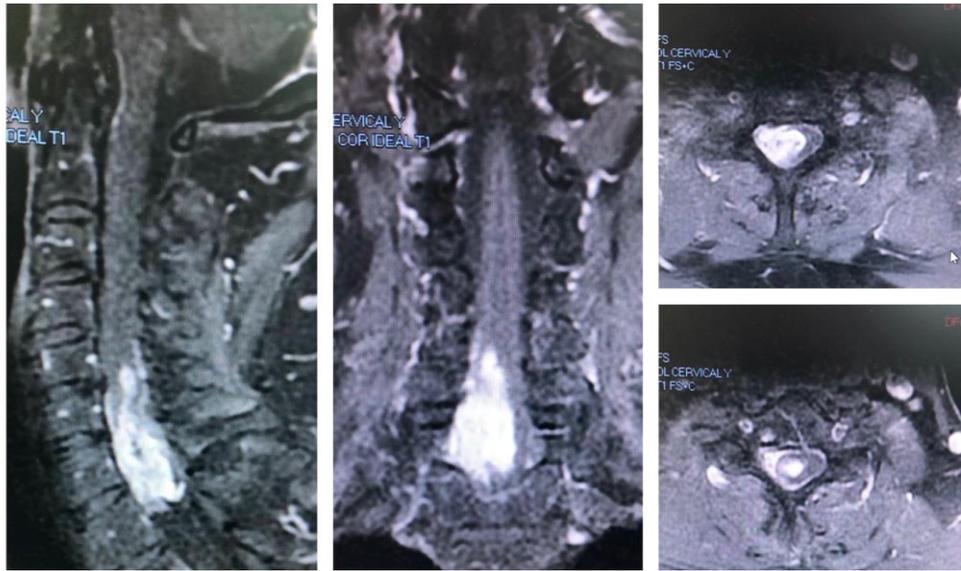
Resonancia magnética nuclear obtenidas en prequirúrgico
